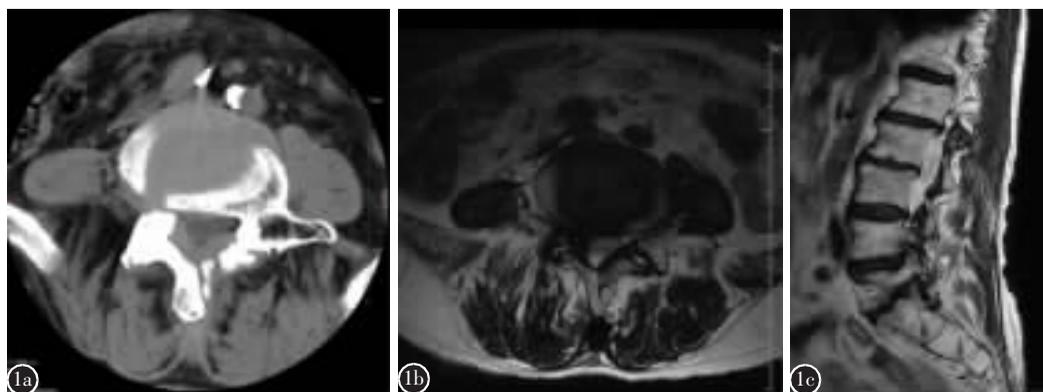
男性患者,86 岁 a 术前轴位 CT 示 L4/5 右侧侧隐窝狭窄,关节突内聚 b 术前轴位 MRI 示 L4/5 右侧侧隐窝狭窄,神经根及硬膜囊受压 c 术前 T2 加权矢状位 MRI 示 L4/5 右侧椎间孔狭窄
